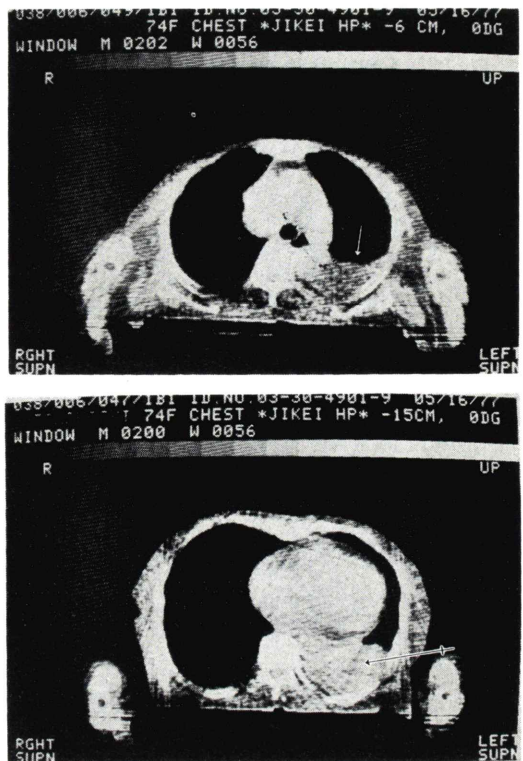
CT scan of case 3. CT scan at level of line A (upper) demonstrates widening of "the right paratracheal stripe" and pleural effusion on right (\leftarrow). CT scan at level of line B (lower) shows a large tumor in the left lower lobe (\leftarrow).
